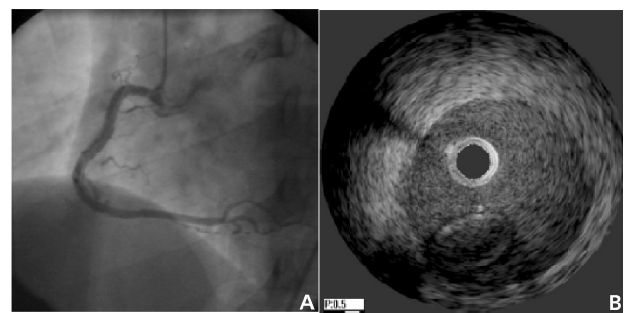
A. Coronariografía derecha en proyección oblicua anterior izquierda; se observa una línea de disección helicoidal que llega hasta el segmento distal previo a la *crux cordis*. B. Estudio con ecografía intracoronaria; se visualiza una imagen de disección completa del vaso con el catéter de ecografía quedando en la luz falsa y la luz verdadera replegada.
